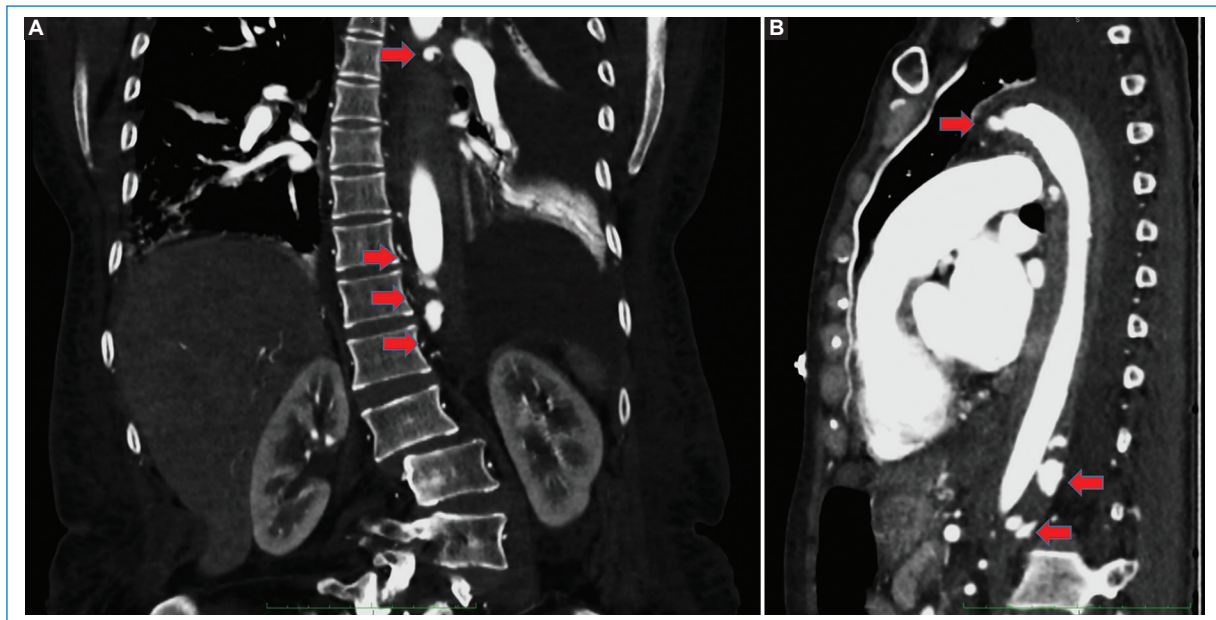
Angiotomografía de cuerpo entero, reconstrucción coronal (A) y sagital (B) en fase contrastada (poscontraste intravenoso con medio yodado Ultravist 370 mg/ml). Se observa un halo hipodenso correspondiente a un hematoma intramural que se extiende desde la aorta torácica descendente hasta la aorta abdominal. Se identifican (ver flechas) colecciones focales hiperdensas de contraste en los márgenes anterior y posterior de las porciones proximal y distal de la aorta descendente, así como en el margen posterior de la aorta abdominal, con conexión aparente con la arteria bronquial izquierda y las arterias intercostales; hallazgos compatibles con *pool* sanguíneo intramural.
